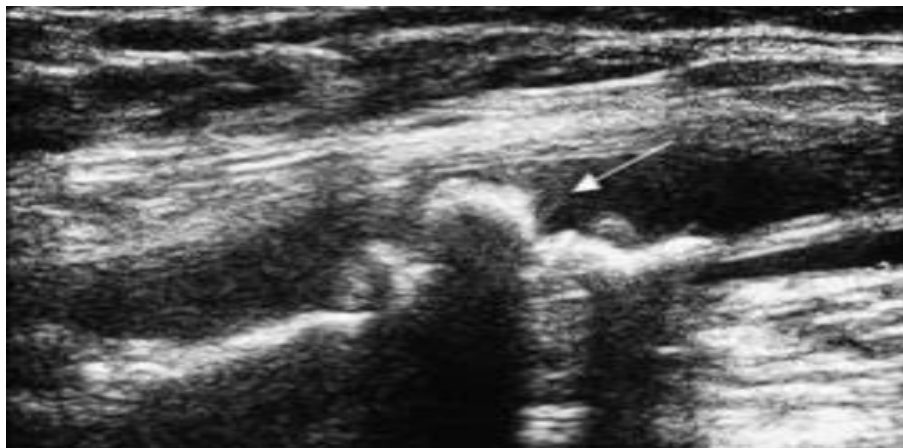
Echo doppler de l'artère fémorale superficielle montrant une plaque d'athérome calcifiée avec cône d'ombre postérieur provoquant une sténose sévère [12];
